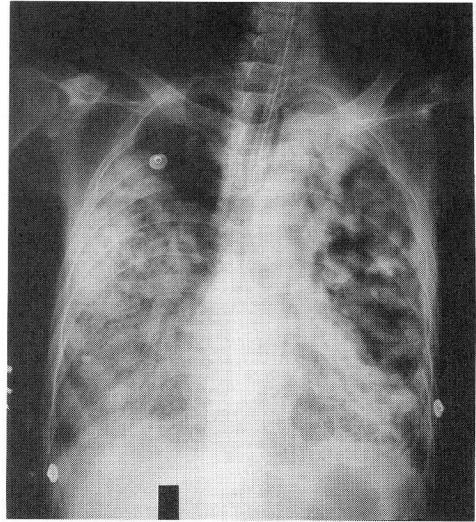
症例2の呼吸不全進行時胸部X線写真。左肺野に巨大な空洞病変を右肺野に浸潤影の拡がりを認める。
